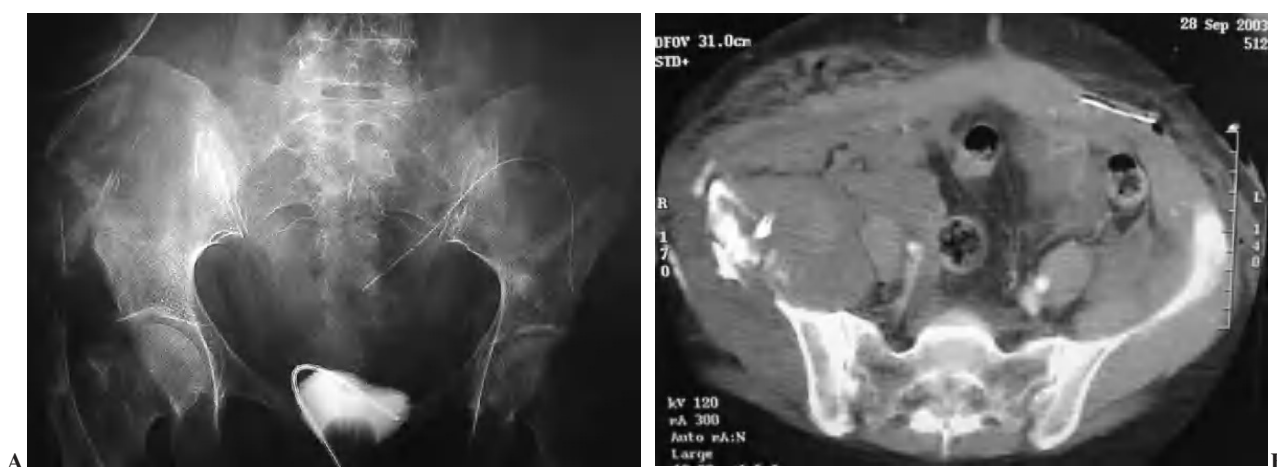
Mujer de 60 años que sufrió accidente de tráfico por colisión frontal, presentando contusión pulmonar, traumatismo craneoencefálico leve, fractura abierta conminuta de pala iliaca Tile A2.2 y fractura conminuta diafisaria de fémur (A). La paciente presentaba desde el ingreso inestabilidad severa con mala respuesta a las maniobras de resucitación. Se infundieron 5.500 cc de derivados hemáticos en las primeras horas del ingreso. La tomografía computarizada mostraba hematoma retroperitoneal e iliaco con desplazamiento renal (B). Se practicó arteriografía observándose sangrado activo por ramas de la glútea inferior y la sacra media. La paciente se estabilizó hemodinámicamente tras la arteriografía. La fractura pélvica se trató de modo conservador.
